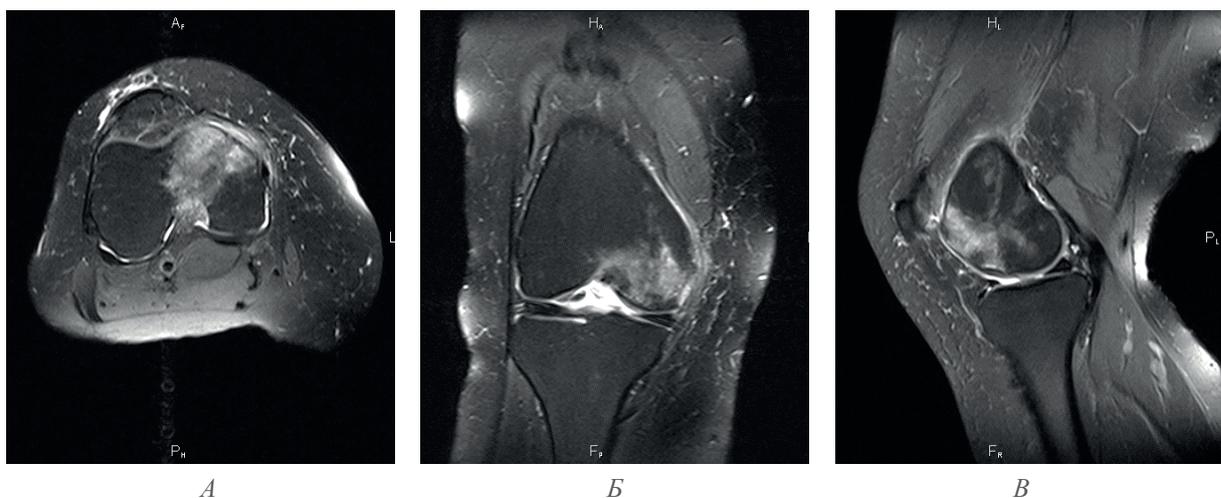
Контузия коленного сустава. Проекции: А — аксиальная, Б — коронарная, В — сагиттальная. Отек костного мозга в области медиального мыщелка бедренной кости.
